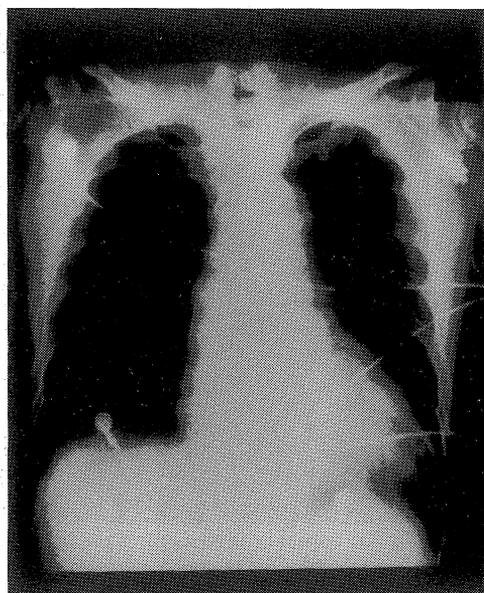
Chest roentgenogram on admission.
